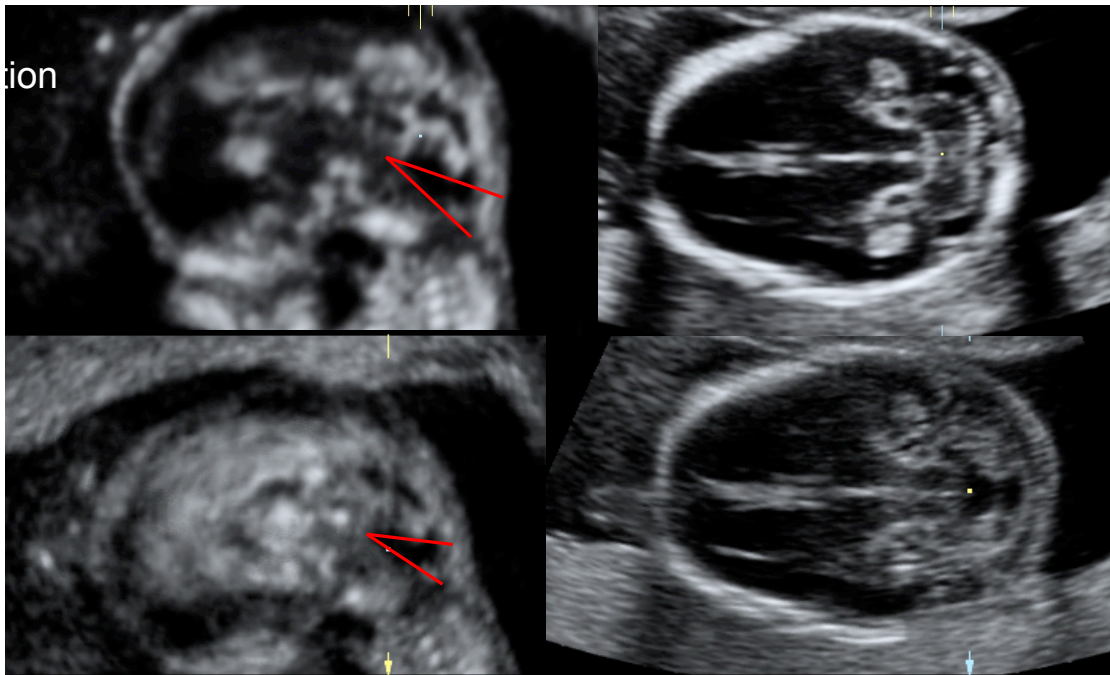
Misura del BV angle (1) e del BT angle (2) a 20 settimane in un feto con cisti della tasca di Blake (a), ipoplasia del verme cerebellare (b) e malformazione di Dandy-Walker (c).*
